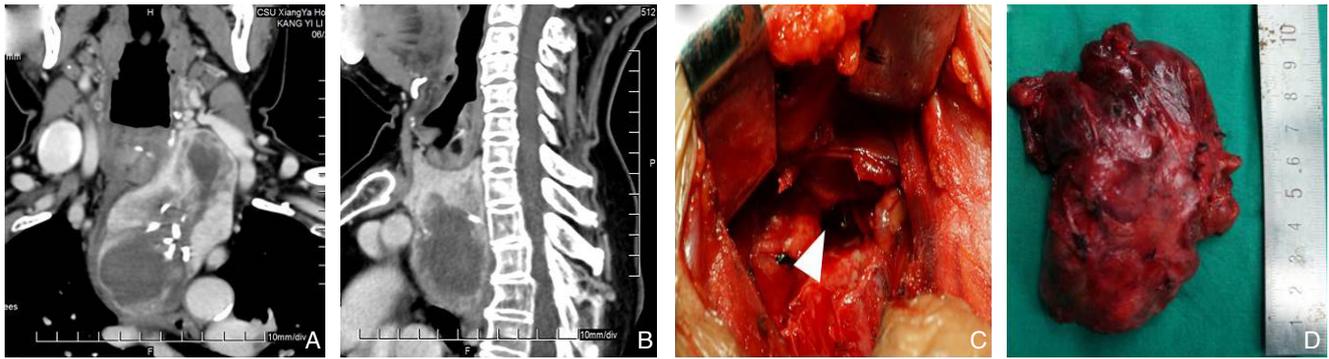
左侧后纵膈胸骨后甲状腺肿颈部入路切除 A: CT 显示肿块位于左侧, 最下缘位于主动脉弓水平 (2 级); B: CT 显示肿块向后纵膈延伸; C: 肿块切除术后术野, 箭头所指通向纵膈; D: 切除的甲状腺肿
